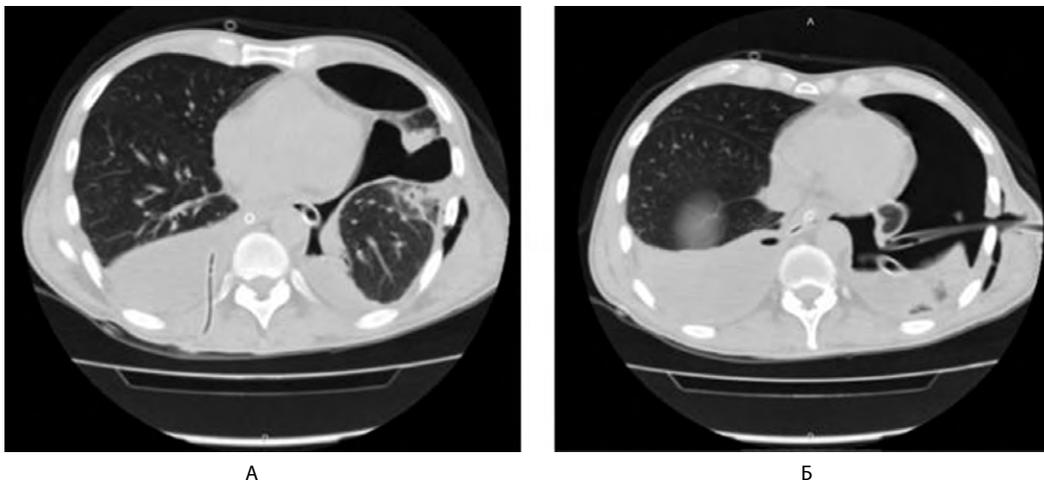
Компьютерные томограммы (А и Б) в аксиальной проекции. Двусторонний гидроторакс, слева гидропневмоторакс на фоне энтерального зонда и дренированных плевральных полостей
